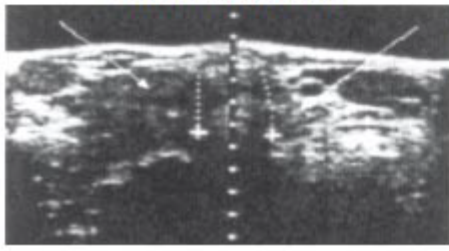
УЗИ картины различных заболеваний щитовидной железы: а нормальное строение щитовидной железы; б-хронический тиреодит, в-киста
